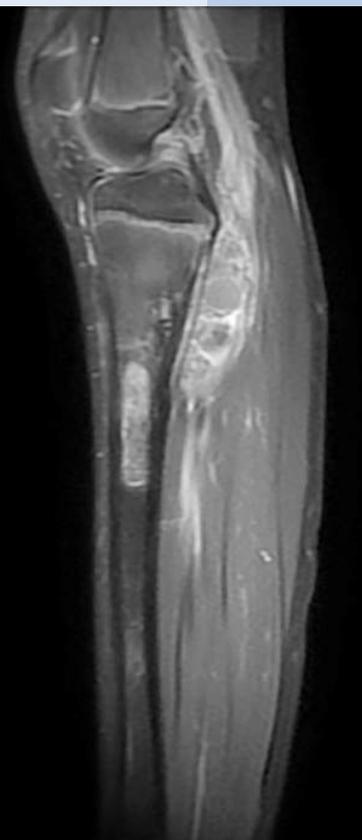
MRI-Bildgebung des linken Unterschenkels. In der sagittalen Ebene erkennt man die intraossäre Ausdehnung, im axialen Schnitt die extraossäre Komponente mit Kontakt zum tibialen Gefäß-/Nervenbündel.
